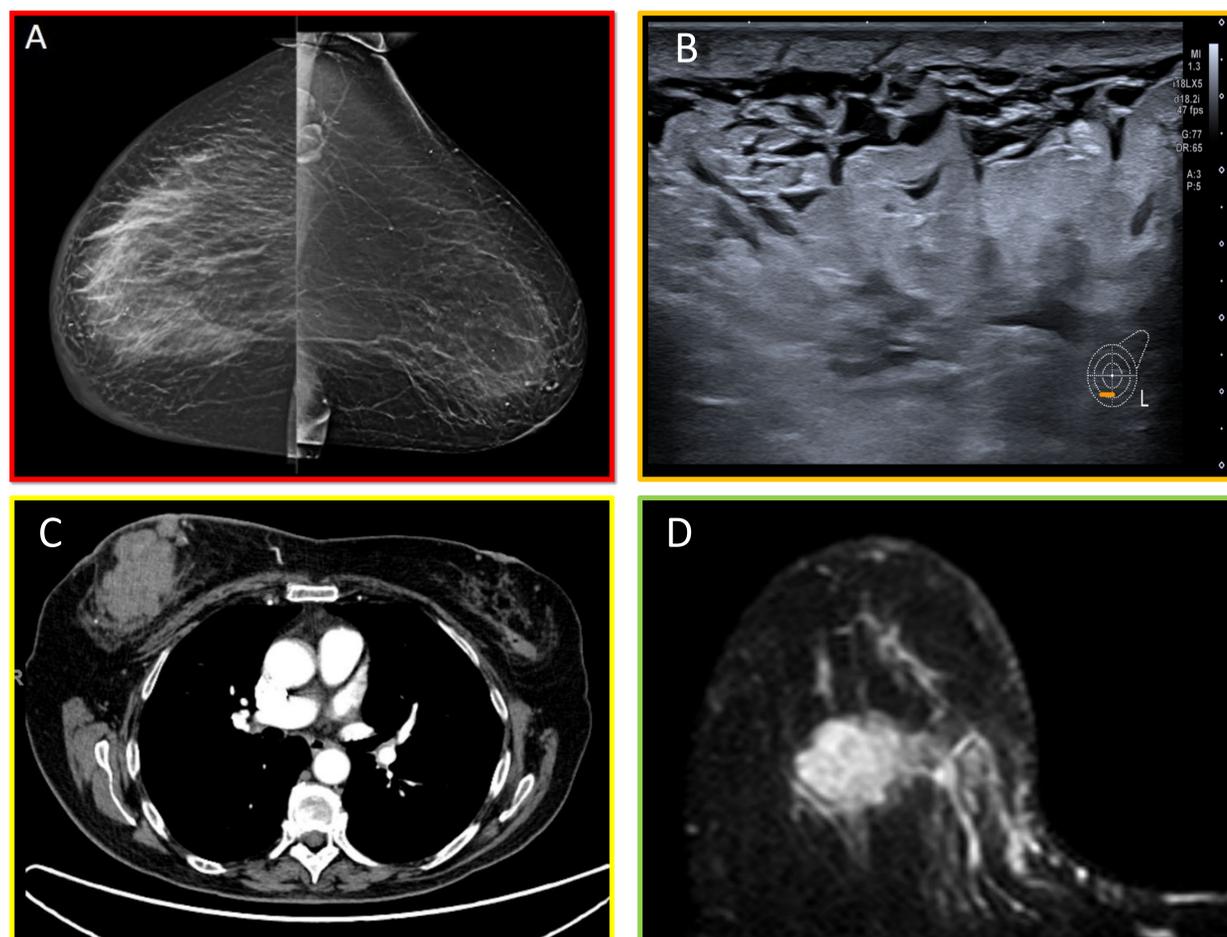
Técnicas de imagen mamaria y manifestaciones del edema mamario: mamografía convencional (A), ecografía (B), tomografía computarizada (C) y resonancia magnética (D).
